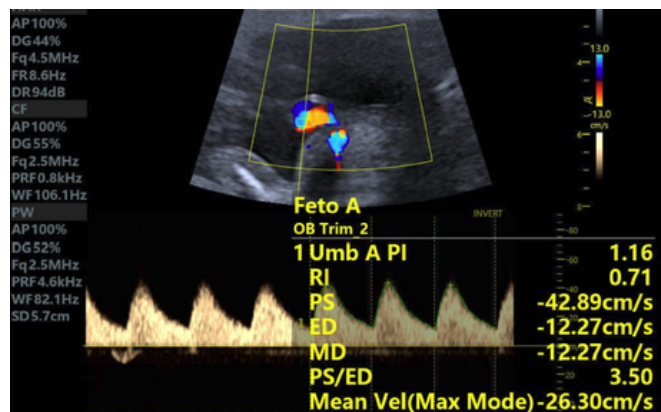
Evaluación Doppler de la arteria umbilical.
